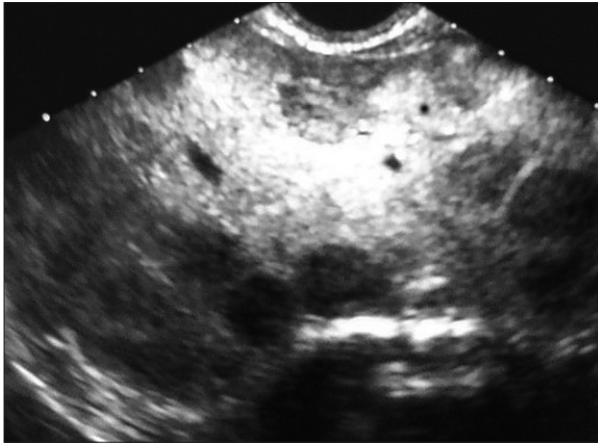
Ecografía abdominal: múltiples nódulos hepáticos hipocogénicos dispersos por ambos lóbulos del parénquima hepático.
